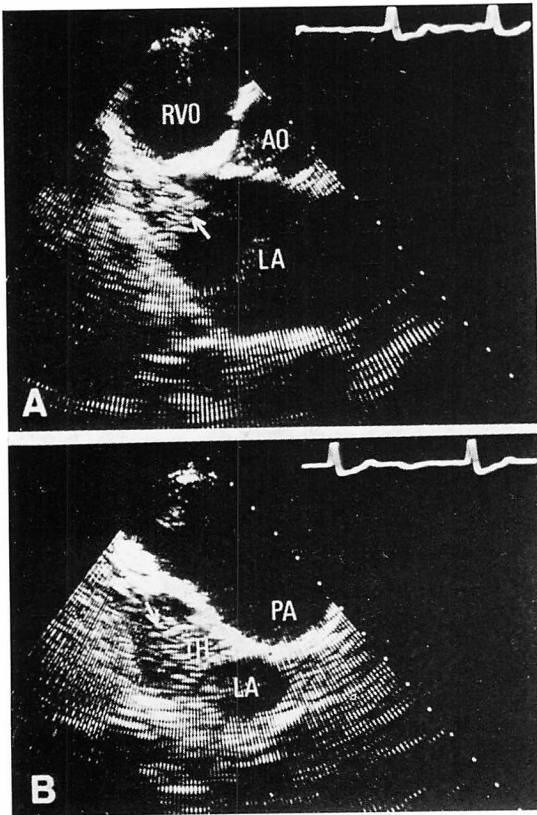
Cross-sectional echocardiograms in a 50-year-old female with MS+Ai.
